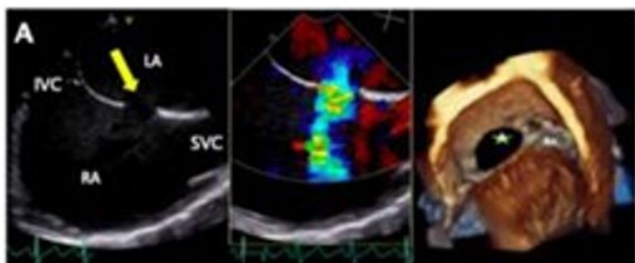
Imágenes de ecocardiografía transesofágica 2D y 3D, vista desde la aurícula izquierda, donde se observa defecto del tabique auricular secundum, marcado con *. Fuente: Brida M et al. (Ref. 1)
